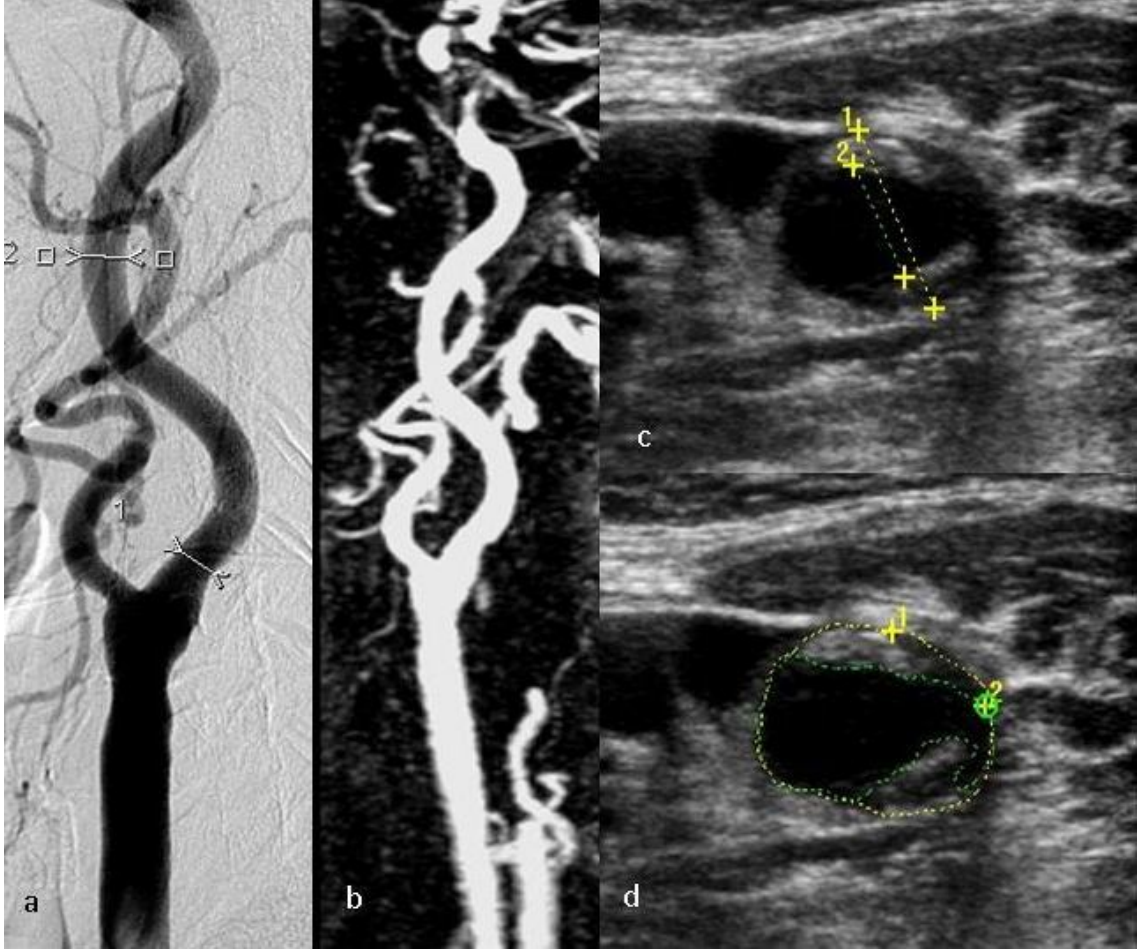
a-b) Lateral planda DSA ve 3B TRICKS MRA görüntüsünde darlık oranı her iki tetkikte de %99 olarak değerlendirilmiştir. c-d) Aksiyel Doppler US görüntüsünde çap ve alana göre darlık ölçümü (sırasıyla %75 ve %90).
